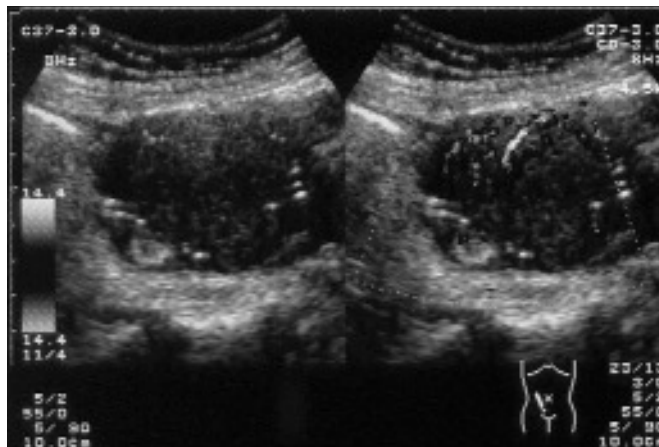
Cortes de ecografía y Doppler color en fosa ilíaca derecha.
